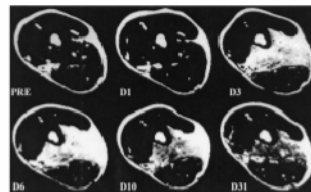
Time course of change in magnetic resonance images (before (PRE) and days (D) 1, 3, 6, 10, and 31 after exercise) of a subject who performed 24 maximal eccentric exercises of the elbow flexors. In this particular case, the brachialis muscle is predominantly affected by the exercise. Image courtesy of Dr. Kazuo Nozaki, Yokohama City University, Yokohama, Japan.
